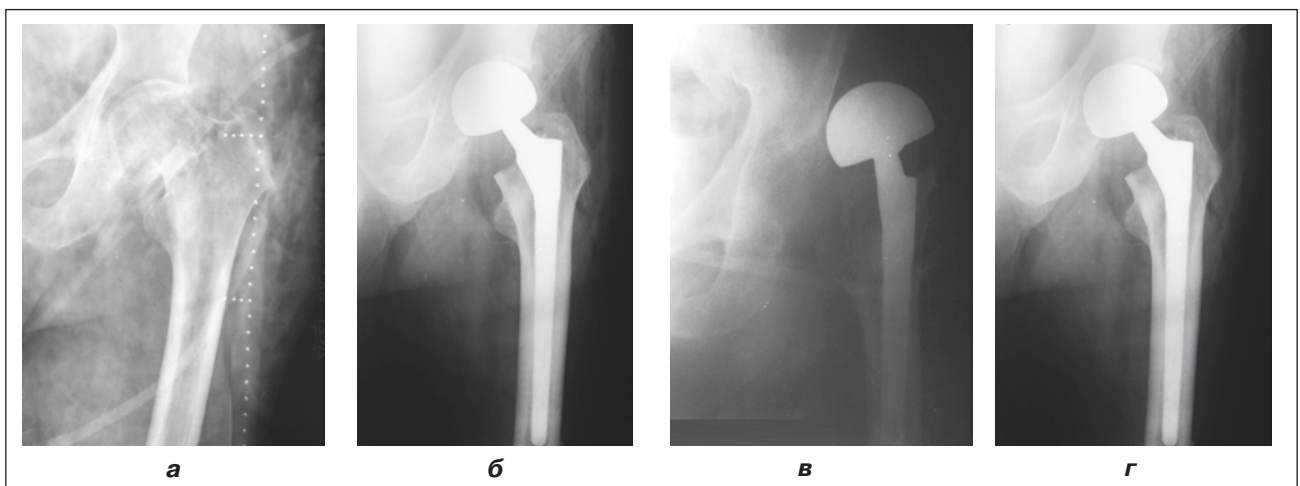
Фотовідбитки рентгенограм хворого Д., 78 років. Лівий кульшовий суглоб у передньозадній проекції: а) субкапітальний перелом шийки лівої стегнової кістки; б) однополюсне безцементне ендопротезування лівого кульшового суглоба ендопротезом фірми AK Medical із біполярною головкою Beznoska; в) вивих головки ендопротеза через 6 місяців після операції; г) після закритого вправлення вивиху
